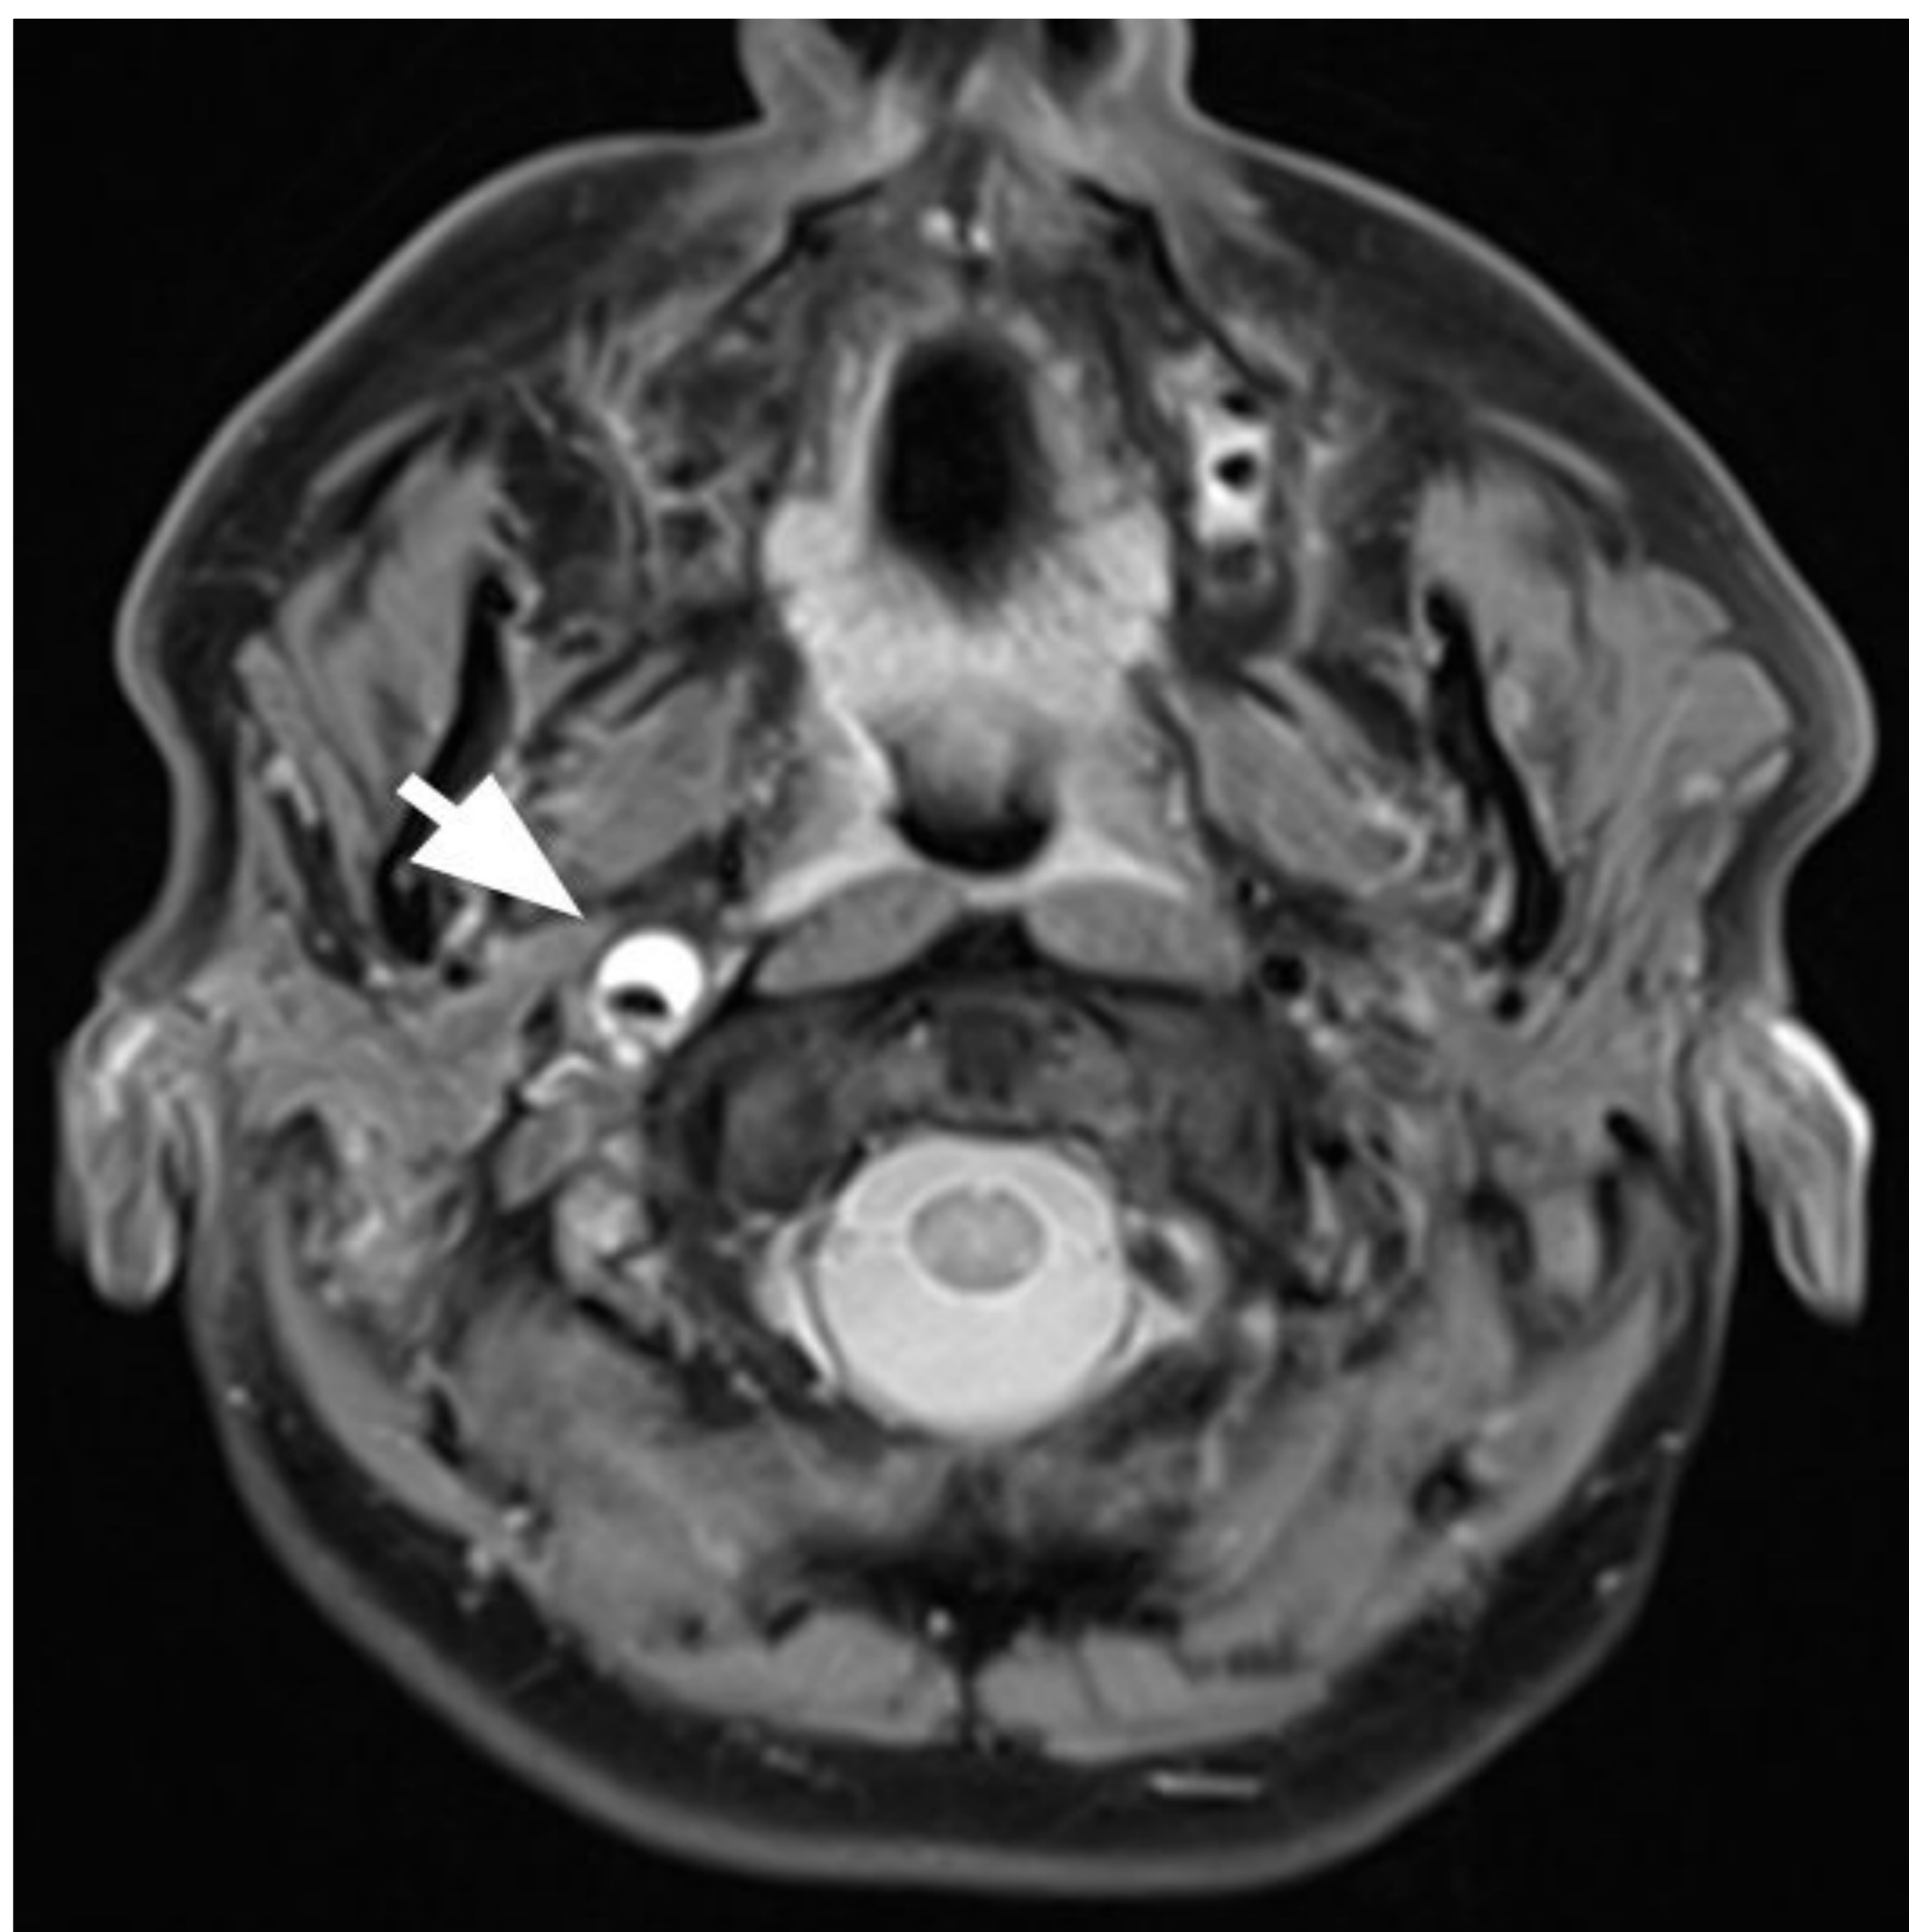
Imagen de resonancia magnética ponderada en densidad protónica del paciente de la Fig 3. El falso lumen de la disección carotídea derecha se visualiza como una imagen hiperintensa en forma de media luna (“signo de la media luna”, flecha).
